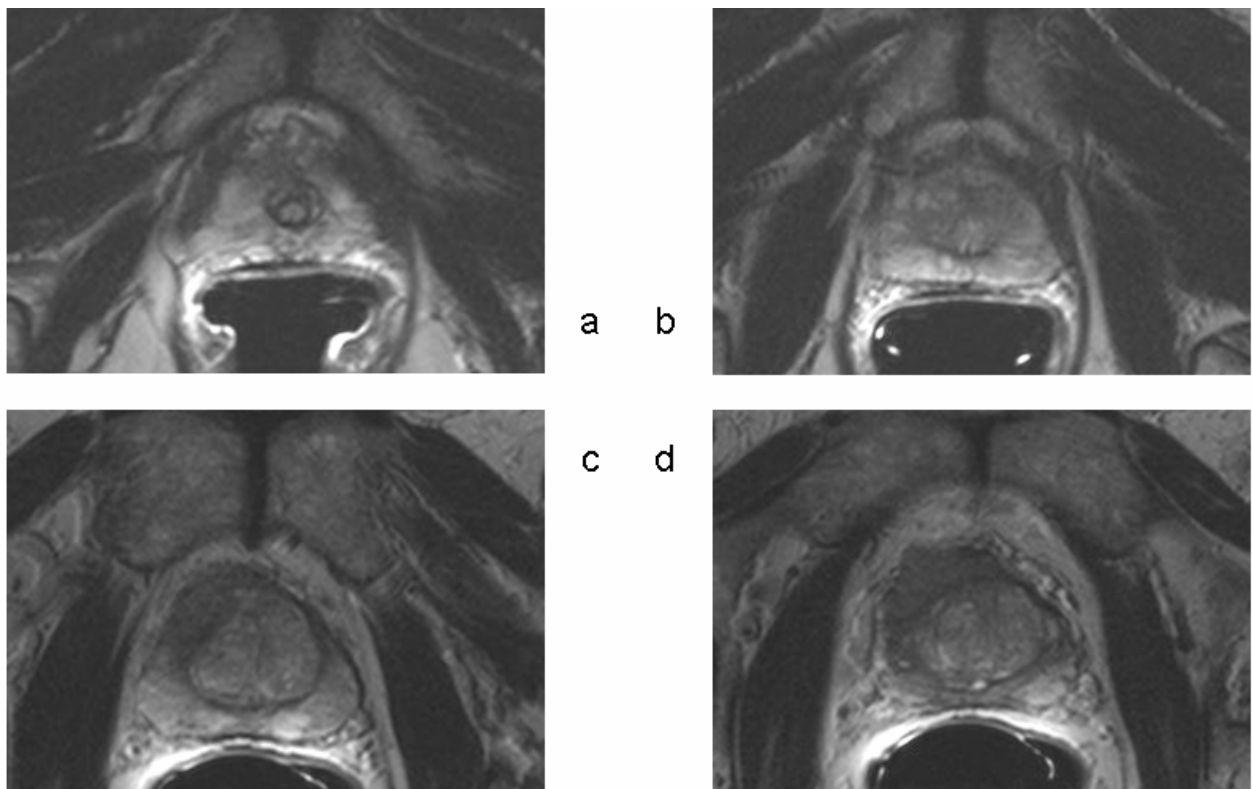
a-d. Prostatakarzinom der PZ anterior rechts. Die Apex (a) ist nicht betroffen, in der Mitteldrüse (b, c) zeigen sich typische hypointense Tumorherde. Die Basis (d) ist tumorfrei. Aufgrund der MRT-Bilder wurde bei diesem Patienten eine erektionsprotektive Operation durchgeführt, da die dorsale PZ beidseits tumorfrei zur Darstellung kommt.
